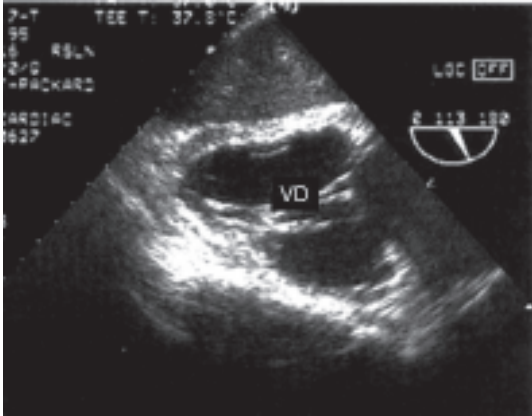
Ecocardiograma transesofágico de las 4 cámaras, se observa dilatación de las cavidades derechas y abombamiento de los tabiques intracardíacos hacia la izquierda.
